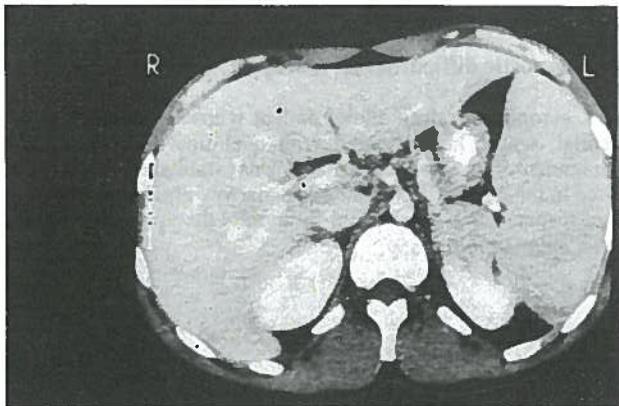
Tomografia axial computadorizada mostrando volumosa esplenomegalia e ausência de adenopatias.
